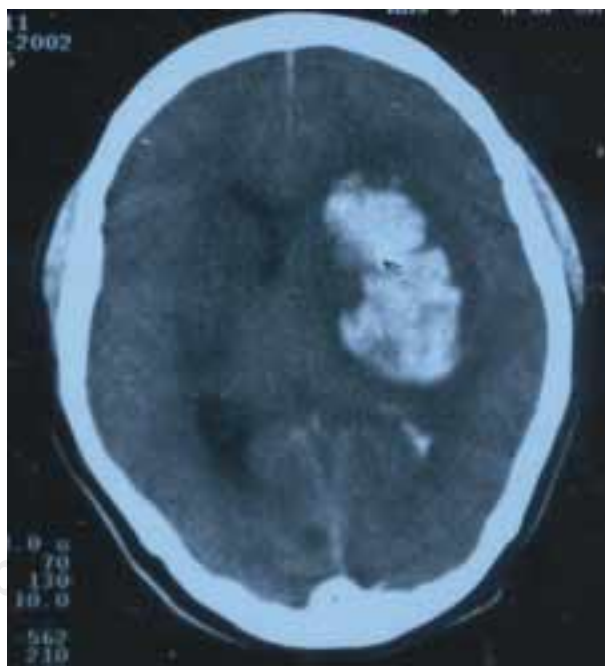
TAC donde se muestra hemorragia intracerebral de un caso.
